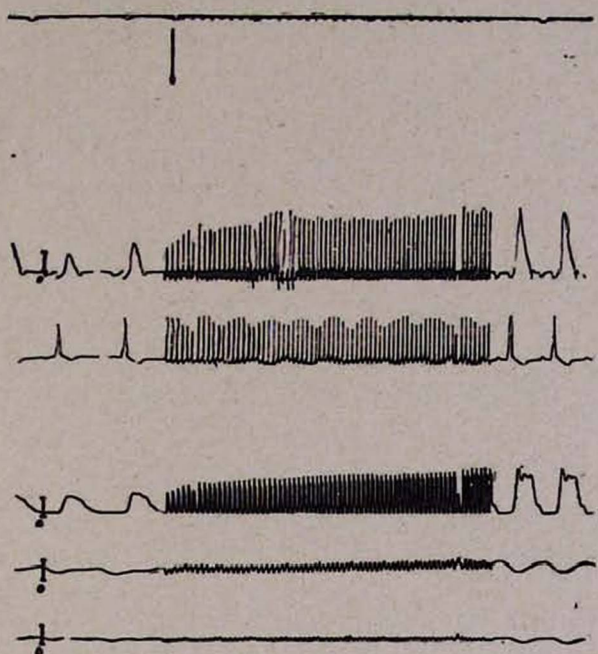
Изменение гемодинамики животных с экспериментальной острой сердечно-сосудистой недостаточностью (I фаза) под воздействием ортоградной вспомогательной инфузии. Сверху вниз: 1. Объемная скорость кровотока в аорте, калибровочная отметка равна 10000 мл/мин; 2. ЭКГ; 3. Давление в левом желудочке, калибровочная отметка равна 50 мм рт. ст.; 4. Давление в левом предсердии, калибровочная отметка равна 100 мм вод. ст.; 5. Давление в правом предсердии, калибровочная отметка равна 100 мм вод. ст. Вверху стрелкой указан момент начала ортоградной вспомогательной инфузии.
